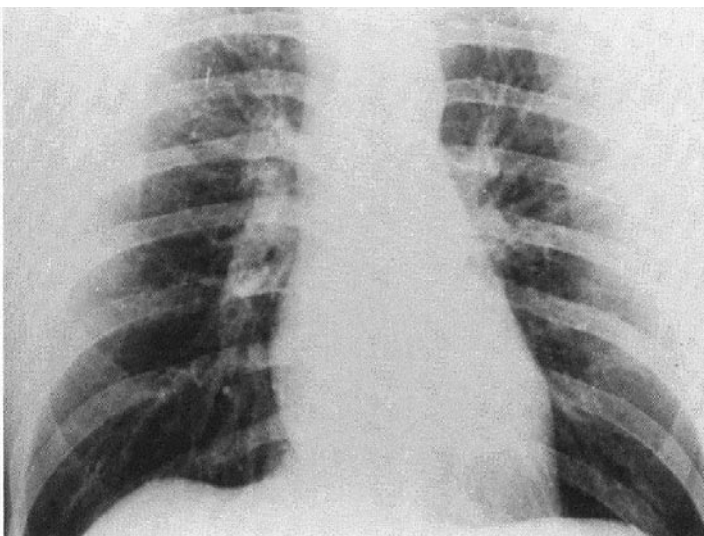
Оглядова рентгенограма ОГК у горизонтальному положенні (судини у верхніх відділах ширші за судини в нижніх відділах)
